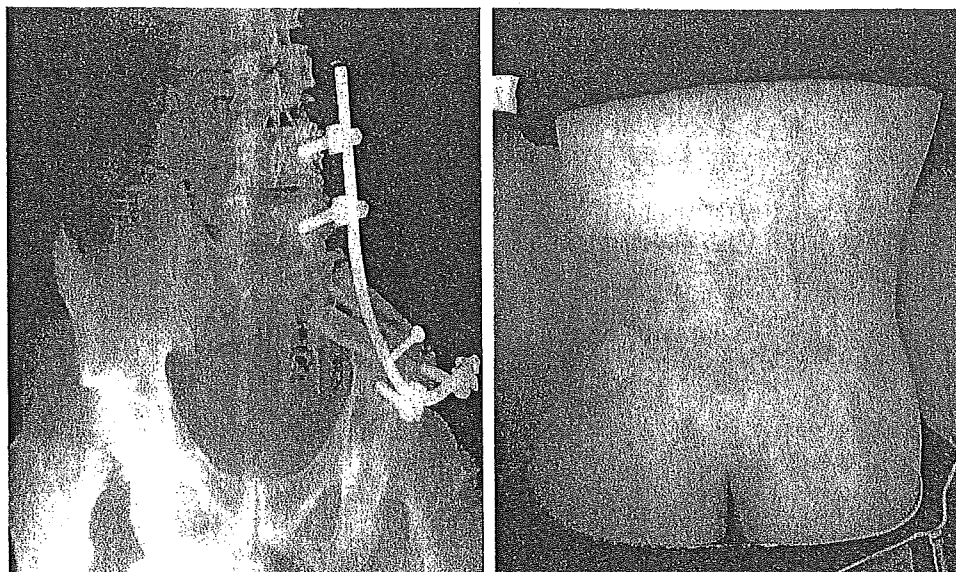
Postoperative findings at 7 months after surgery. (Left) In the radiographic findings, satisfactory bone union and alignment was observed. (Right) The patient can walk without a cane, and full weight bearing is possible.
